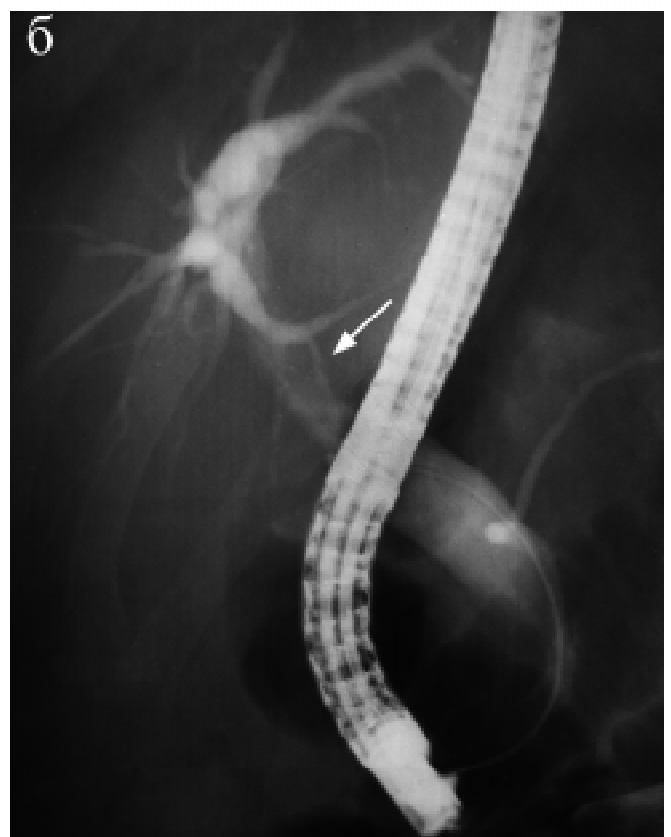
Мультиспіральна КТ органів черевної порожнини цього ж хворого: а — в аксіальній проекції, б — при ЕРХГ. Позначений стрілкою конкремент в шийці міхура, який викликав компресію загальної печінкової протоки (синдром Mirizzi), помилково був прийнятий на КТ за камінь у ЗЖП; на ЕРХГ стрілкою вказане місце зовнішньої компресії загальної печінкової протоки
